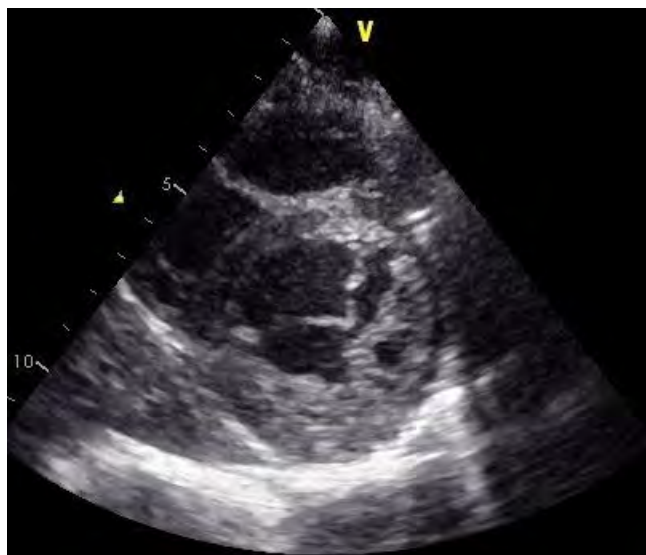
Эхокардиограмма больного И. Короткая ось левого желудочка
